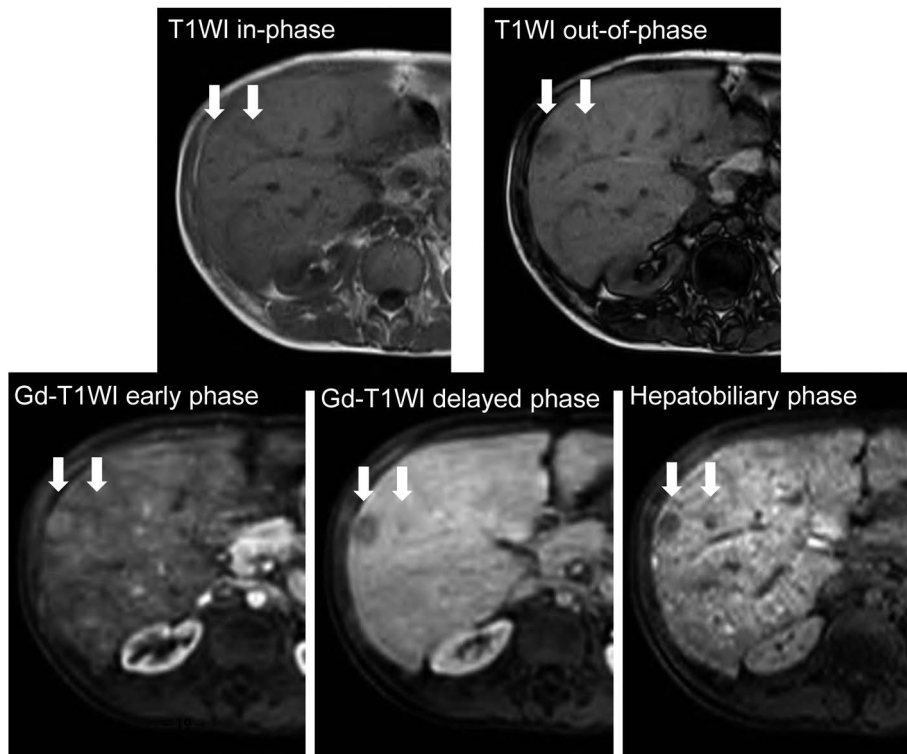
Gd-EOB-DTPA enhanced magnetic resonance images. A 1.8-cm nodule is observed in segment 5/8, and a 0.8-cm nodule is observed inside the 1.8-cm nodule. Both nodules show isointensity to the surrounding parenchyma in T1WI in-phase and hypointensity in the out-of-phase, suggesting fat content. Dynamic-enhanced MRI shows that the nodules are enhanced in the arterial phase, washed out in the delayed phase, and show low signal intensity in the hepatobiliary phase. Gd-EOB-DTPA, Gadolinium-ethoxybenzyl-diethylenetriamine pentaacetic acid.
